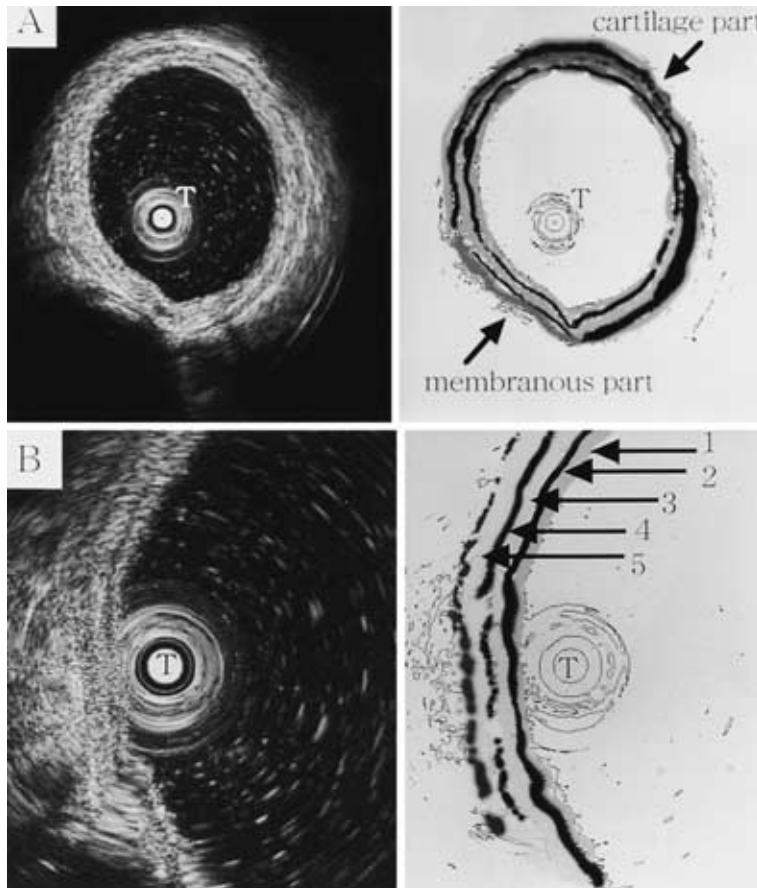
A : Transtracheobronchial ultrasonography( TBUS )showing the 5 ultrasonic layers of the trachea.
